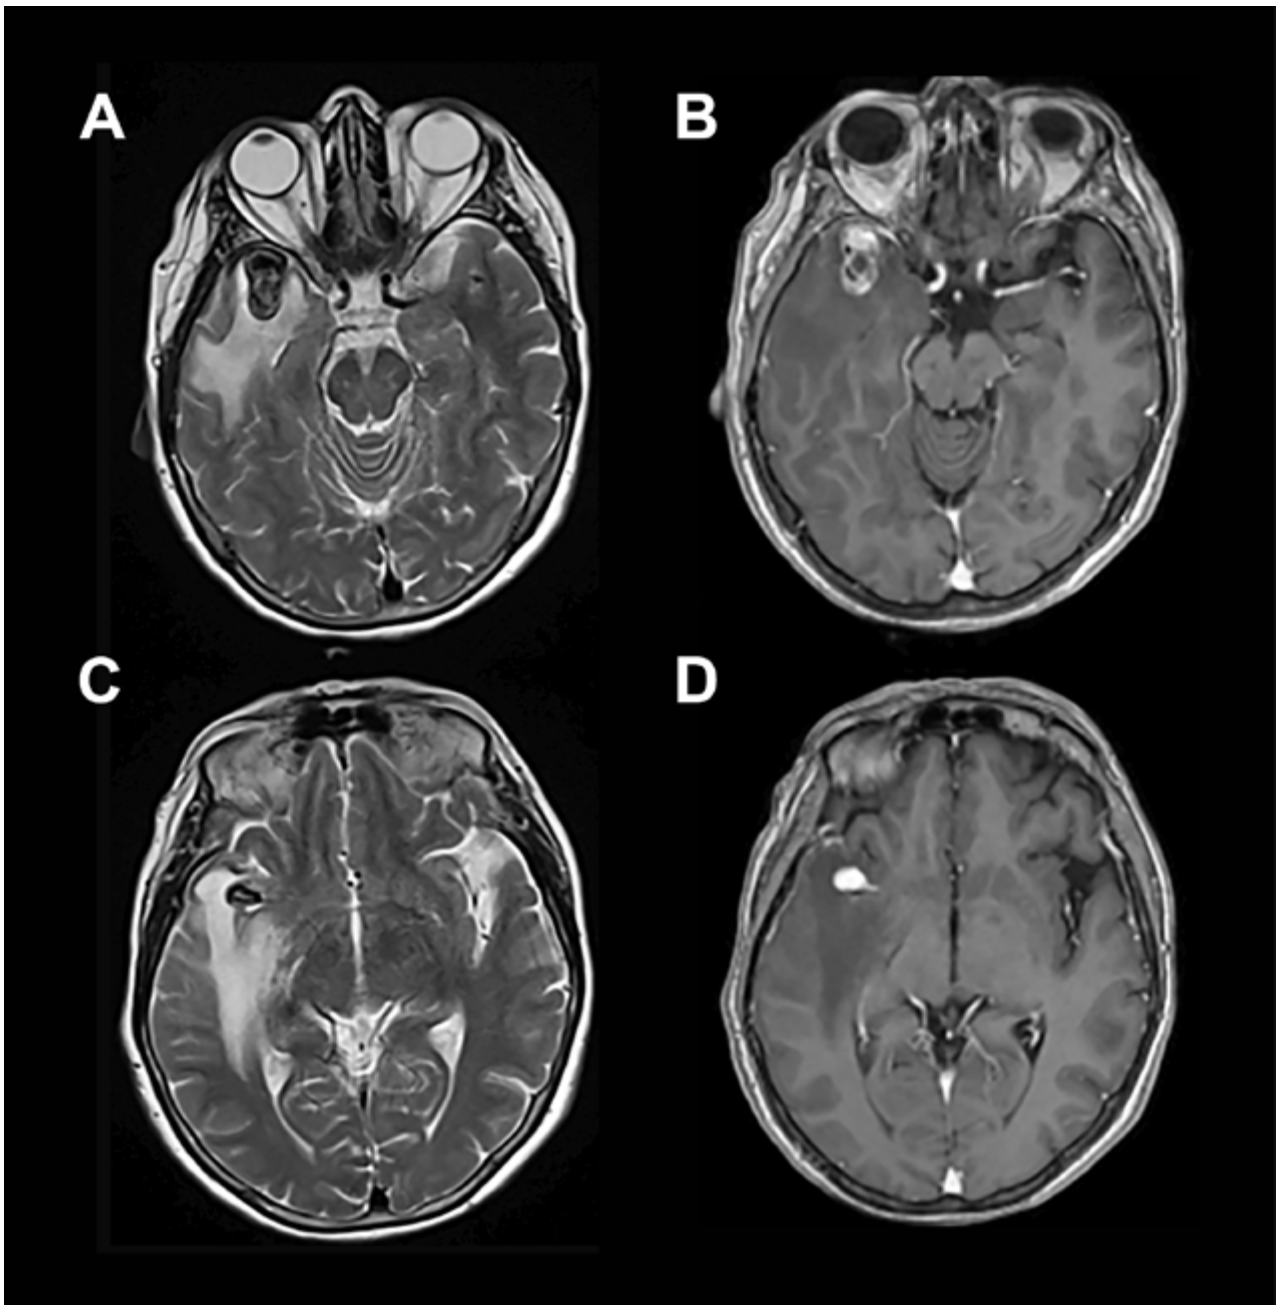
(RMN) Se observa en corte axial lesión expansiva marcadamente hipointensa en T2 localizada a nivel temporal anterior derecho en relación con el sector distal de la arteria cerebral media homóloga. Tras la inyección de contraste presentó refuerzo heterogéneo, con un componente de aspecto trombosado en el sector basal de la misma, asociado a extenso edema periférico (A, B, C y D).
